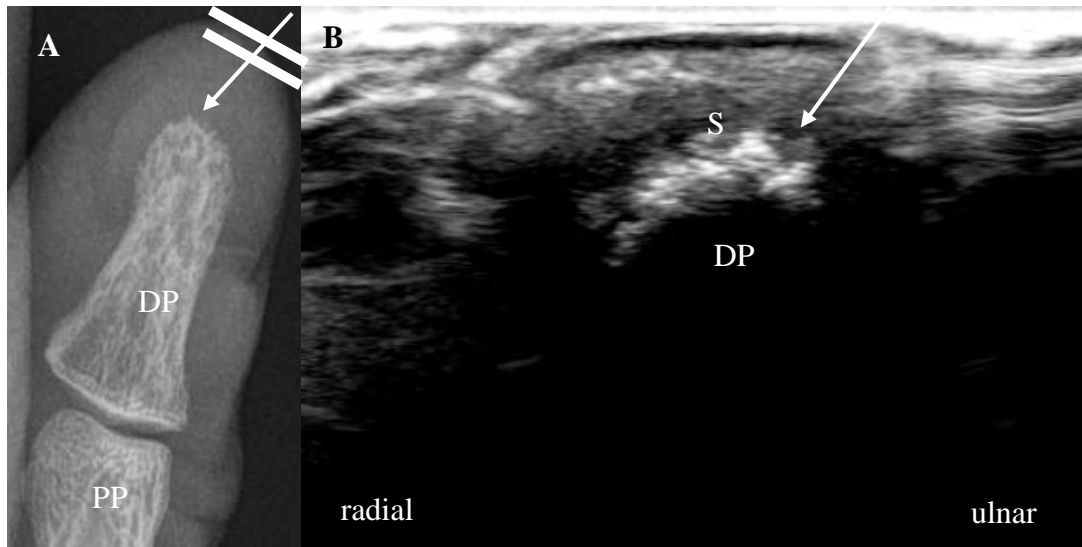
Endglied 1 der linken Hand in der Röntgen- und Ultraschalldiagnostik
